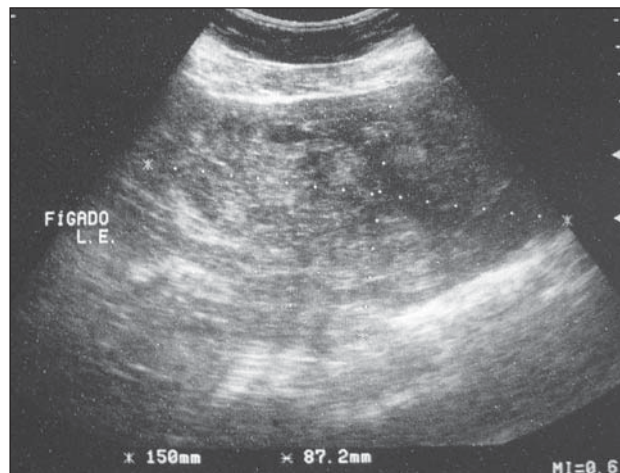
Ultra-sonografia do abdome superior mostra lobo hepático esquerdo de volume aumentado, de contorno abaulado e ecotextura difusamente heterogênea.
